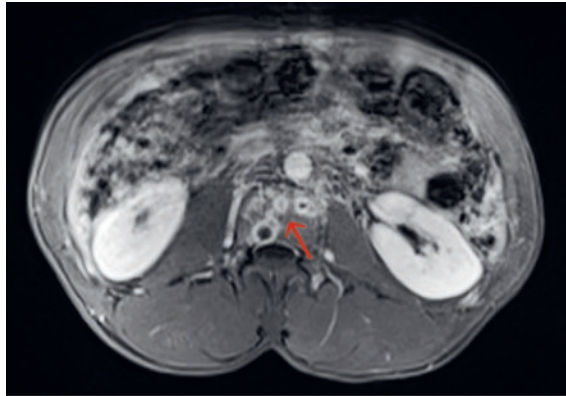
IRM abdominale, coupe axiale, montrant des lésions ostéolytiques dans le corps vertébral (flèche).
